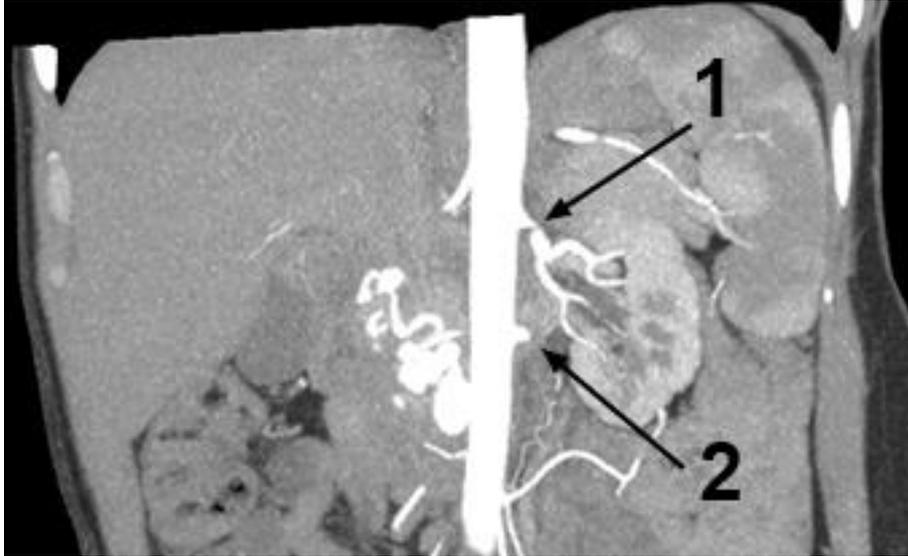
Компьютерная томография больной Г., артериальная фаза, коронарная проекция в режиме МIP: 1 — критический стеноз почечной артерии; 2 — культя тромбированного аортопочечного шунта
